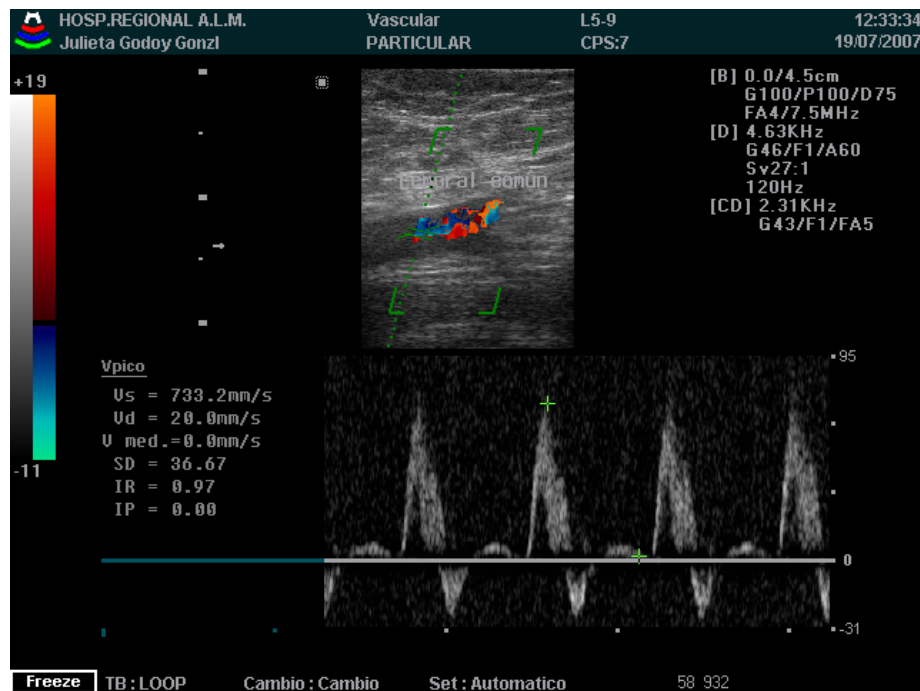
Imagen doppler femoral común.
